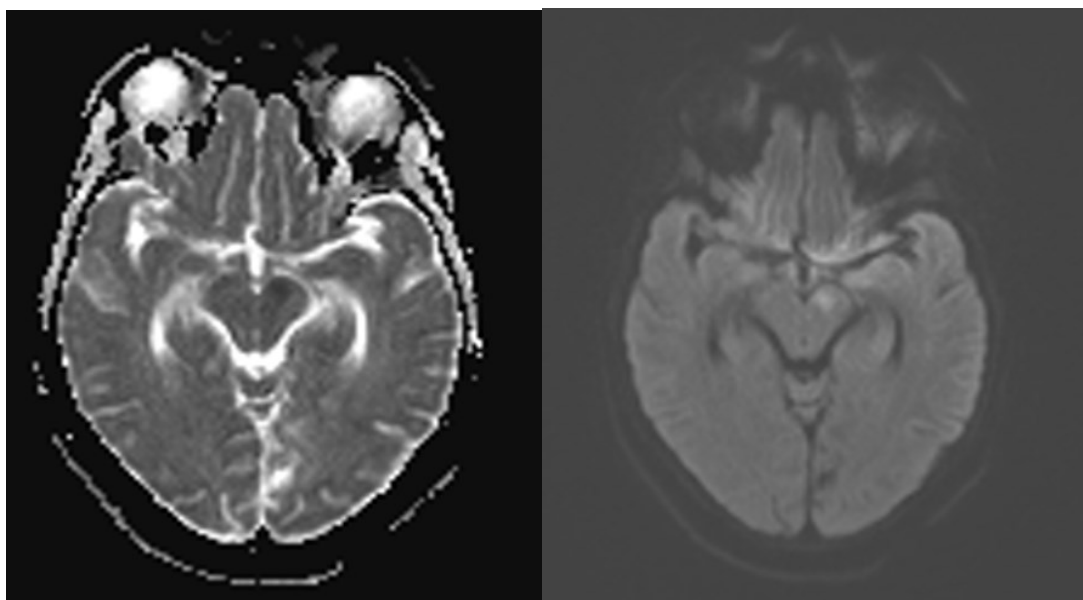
IRM cérébrale en coupe transversale montrant une lésion mésencéphalique gauche apparaissant en hypersignal en diffusion et hyposignal en ADC
